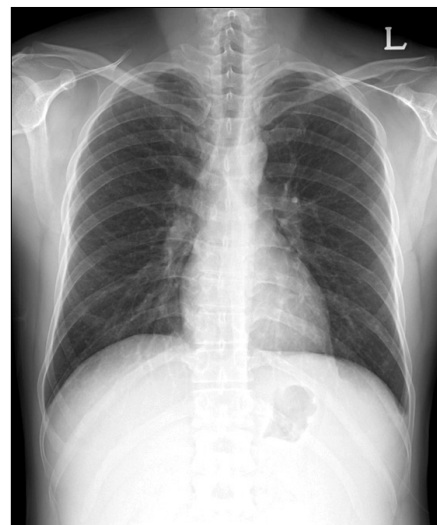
Chest radiography showed no abnormality.
